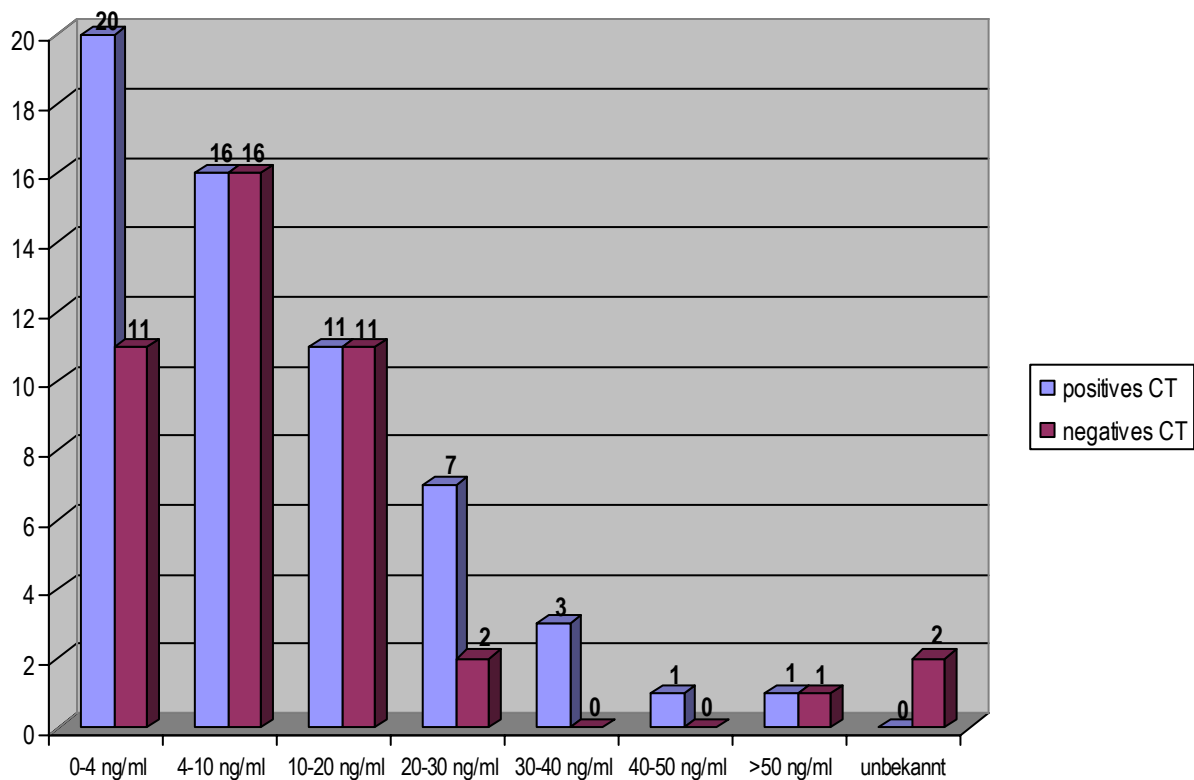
Vergleich CT Untersuchungsergebnisse mit präoperativen PSA-Werten
